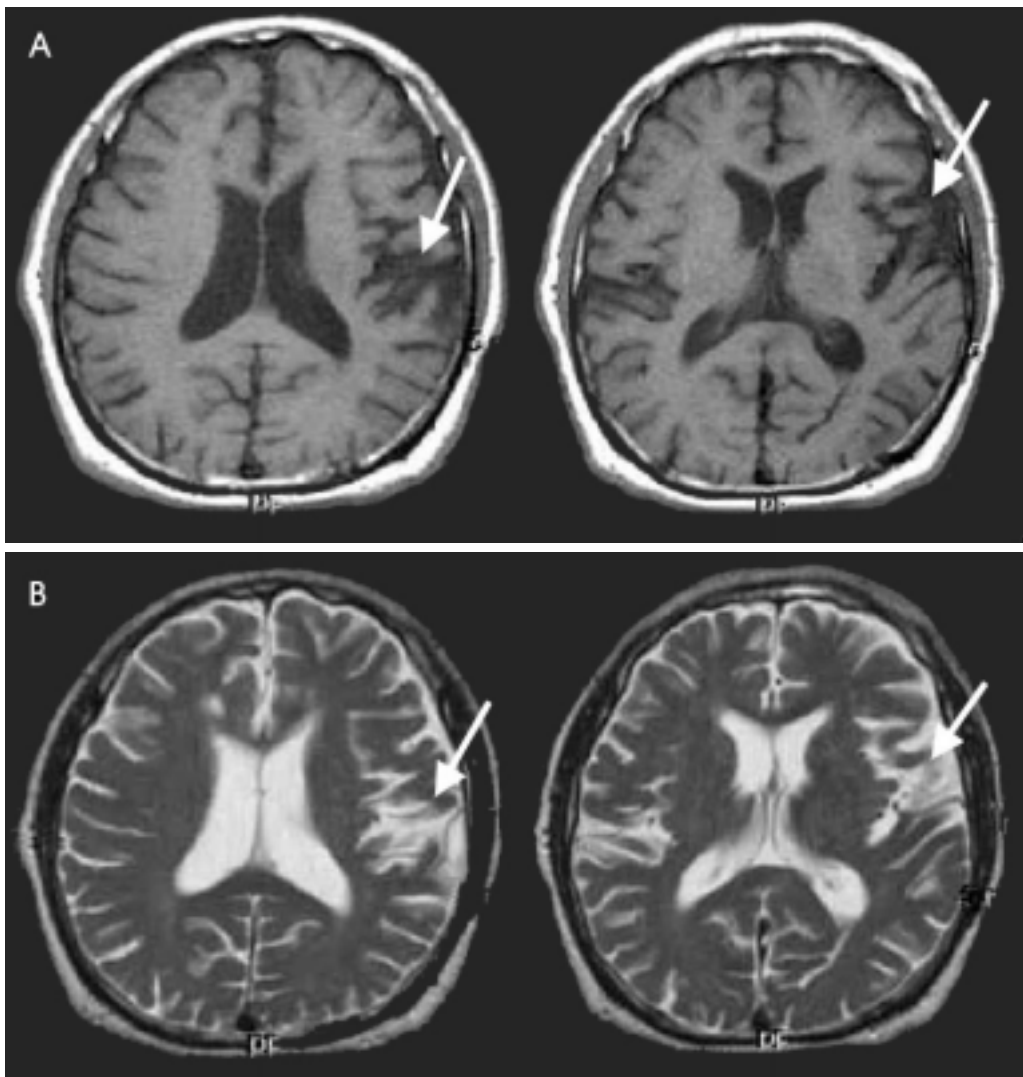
1. Brain MRIs of the patient. T1-weighted (A) and T2-weighted (B) MR images show atrophy in the left temporofrontal area, especially left anterior operculum (arrows).
